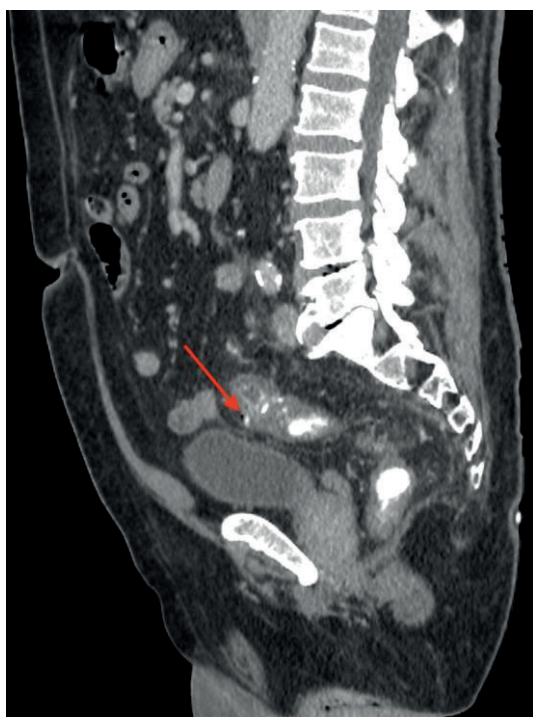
CT kontrastné vyšetrenie so znázornením vzduchovej inklúzie a leaku kontrastnej látky (axiálny rez). (CT archív BB)
